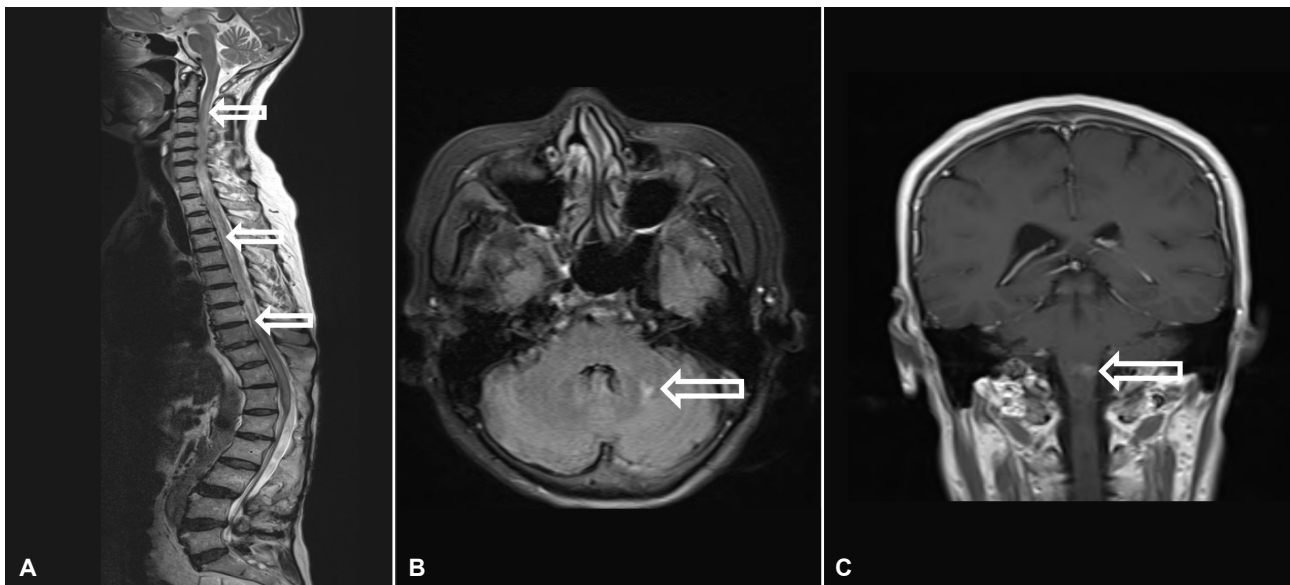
MRI at 5 days after 1st relapse. (A) Spine T2-weighted MRI shows increased signal intensity in whole spinal cord (arrows). (B) Brain FLAIR MRI shows increased signal intensity in left cerebellum (arrow). (C) Gadolinium-enhanced Brain MRI reveals an enhanced lesion in brainstem (arrow). MRI; magnetic resonance imaging, FLAIR; fluid-attenuated inversion recovery.
